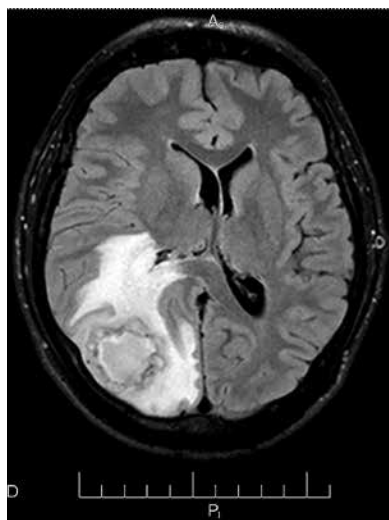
Магнитно-резонансная томография головного мозга пациента М. Единичное образование размером более 5 см в затылочно-теменной области справа. Формирование метастатических абсцессов в стенке основного абсцесса. Зона перифокального отека вокруг образования
